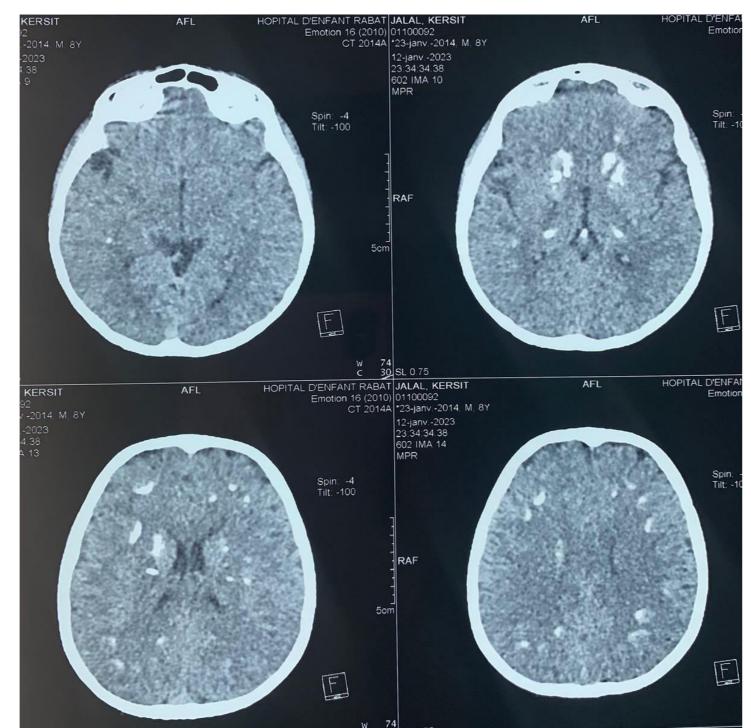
TDM cérébrale coupe axiale sans injection : calcifications des noyaux gris centraux/calcifications sous-corticales des hémisphères cérébraux.
